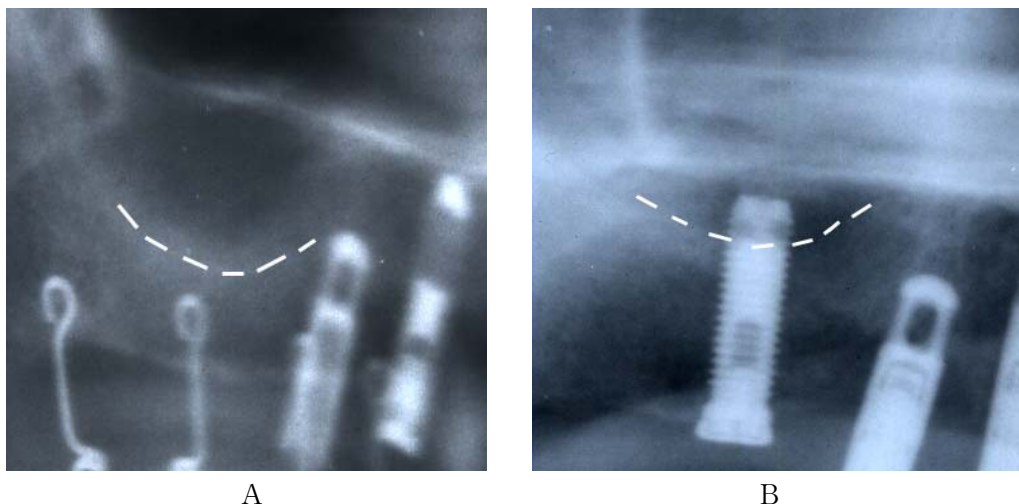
Panoramic radiographs. A: Radiograph before sinus elevation and placement of implant. B: Radiograph after sinus elevation and placement of implant. Note the implant body through the sinus floor. Dotted lines indicate the sinus floor.
